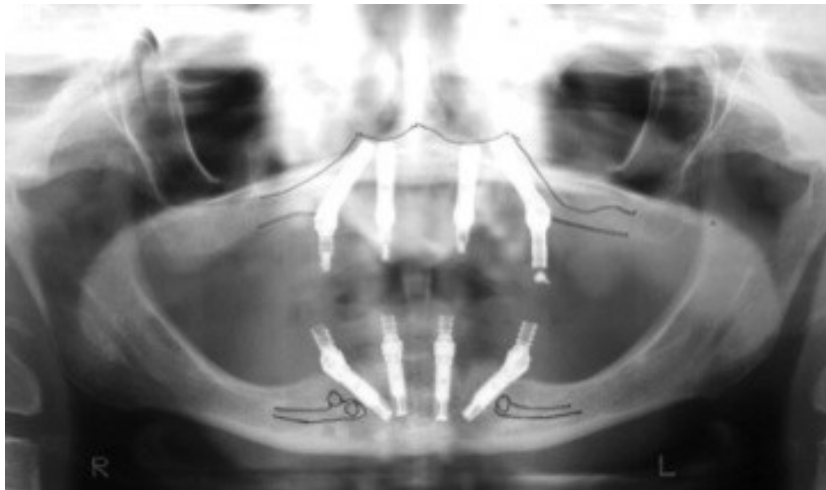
Radiografia panoramica post-operatoria di paziente riabilitato al mascellare superiore e inferiore seguendo la tecnica "All-on-4". Da: Malò P, Rangert B, Nobre M. All-on-4 immediate-function concept with Brånemark System implants for completely edentulous maxillae: a 1-year retrospective clinical study. Clin Implant Dent Relat Res 2005;7 Suppl 1:S88-94.
